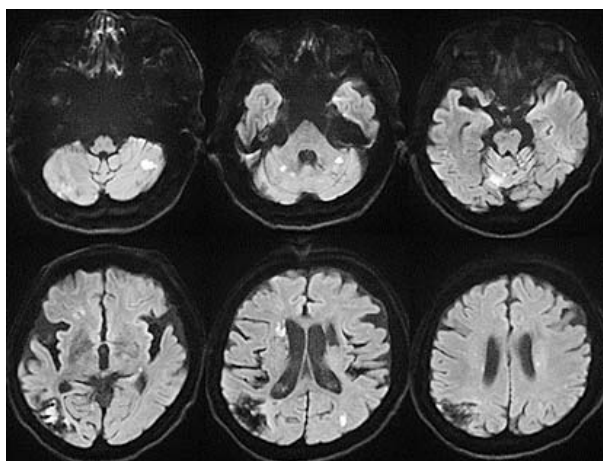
ダビガトラン開始後の頭部 MRI 画像 (第60病日)
